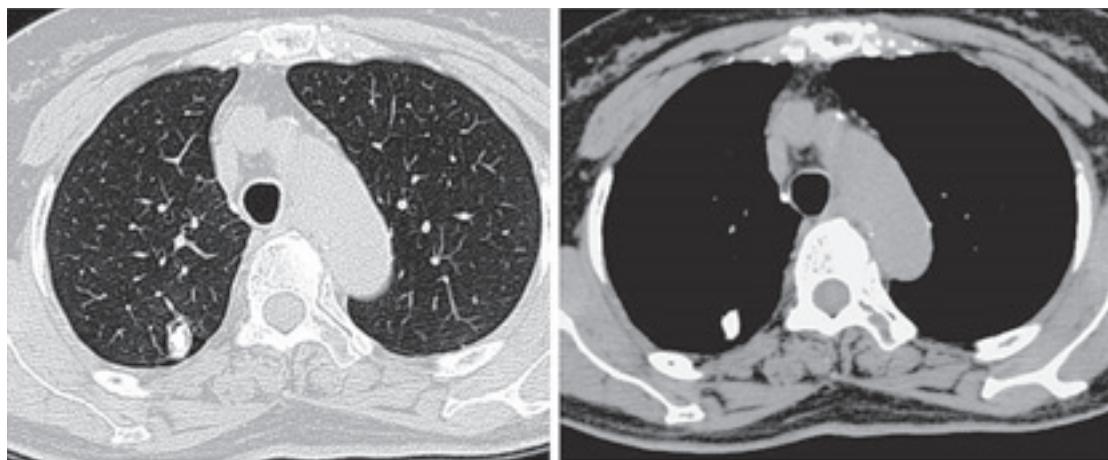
Chest CT scan showed a thin wall cavity almost filled with calcification in the right S². There was neither infiltrative shadow nor bronchiectatic change around the cavity.
